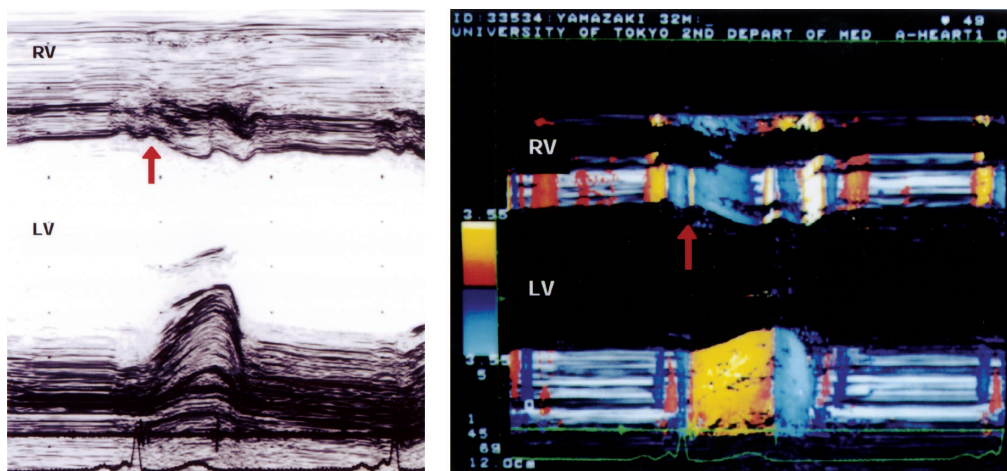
A representative recordings of Myocardial Doppler (M-mode color) in the normal subjects. Myocardial velocity can be measured even when traversed distance is short. Regional LV function can be assessed non-invasively.
